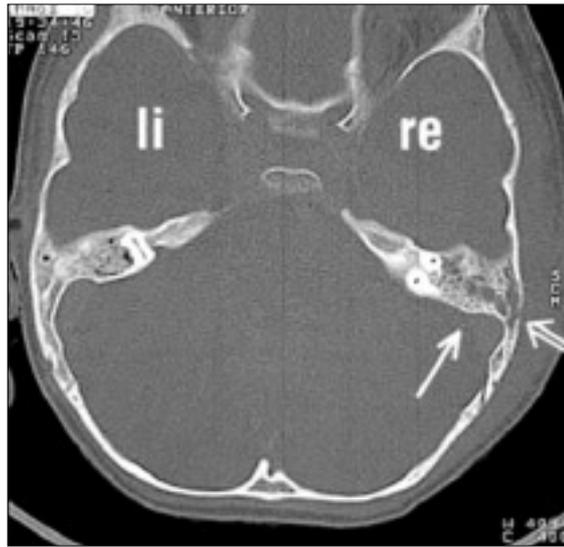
Tomografía computarizada de una mastoiditis aguda izquierda, en la que se observa una ocupación de la caja y de las celdillas mastoideas. Adicionalmente, se aprecia una osteítis de la cortinal, así como tumefacción de los tejidos blandos.
